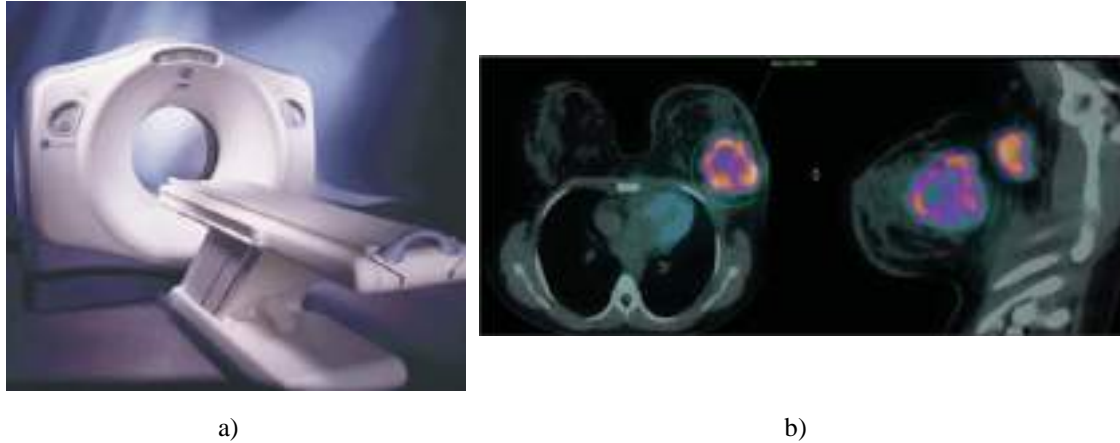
PET/TAC. a) sistema utilizado [2.23], b) imagen PET/TAC con cáncer de mama. [2.23]
